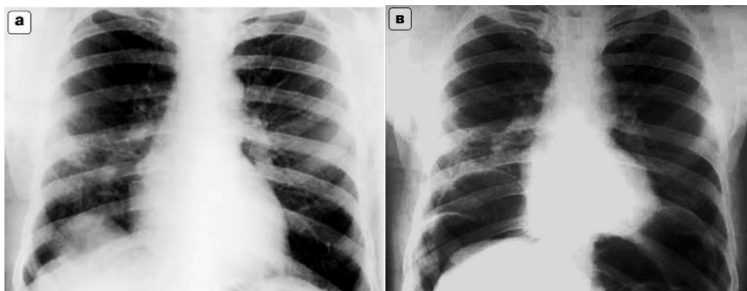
Пацієнт Ш., 67 р. Сегментарна релаксація передньо-внутрішнього відділу правого купола діафрагми. а) Оглядова рентгенограма ОГК. б) Оглядова рентгенограма ОГК в умовах пневмоперітонеуму (витончення слабкої ділянки діафрагми (медіальний край) [2].
